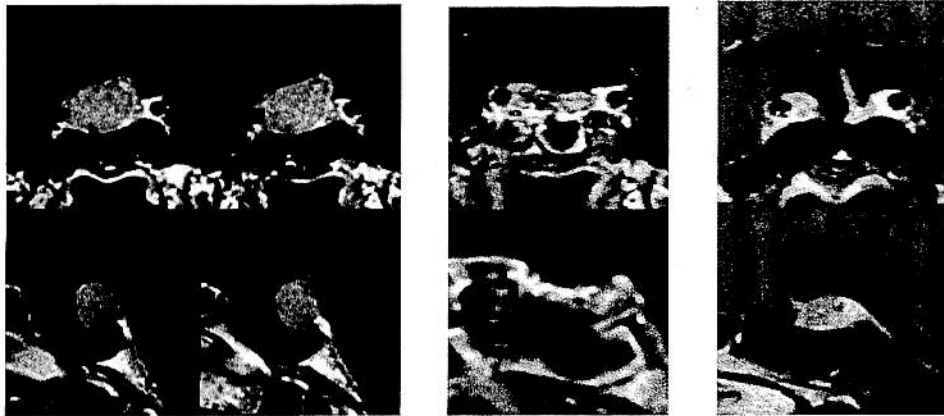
症例 4 (44 歳男性。PRL 産生下垂体腺腫) の頭部 MRI
